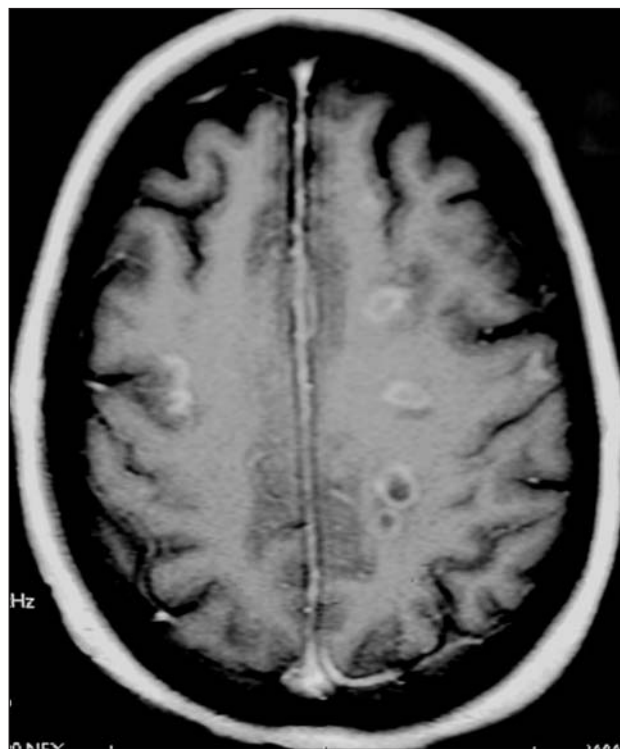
IRM cérébrale, Coupe axiale en séquence pondérée T1 avec injection de gadolinium : nombreuses plaques actives juxta-corticales.
